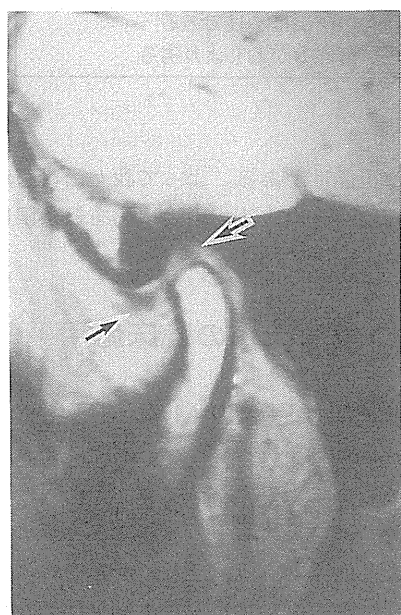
正常者の顎関節 MRI 矢状断像（閉口時）
